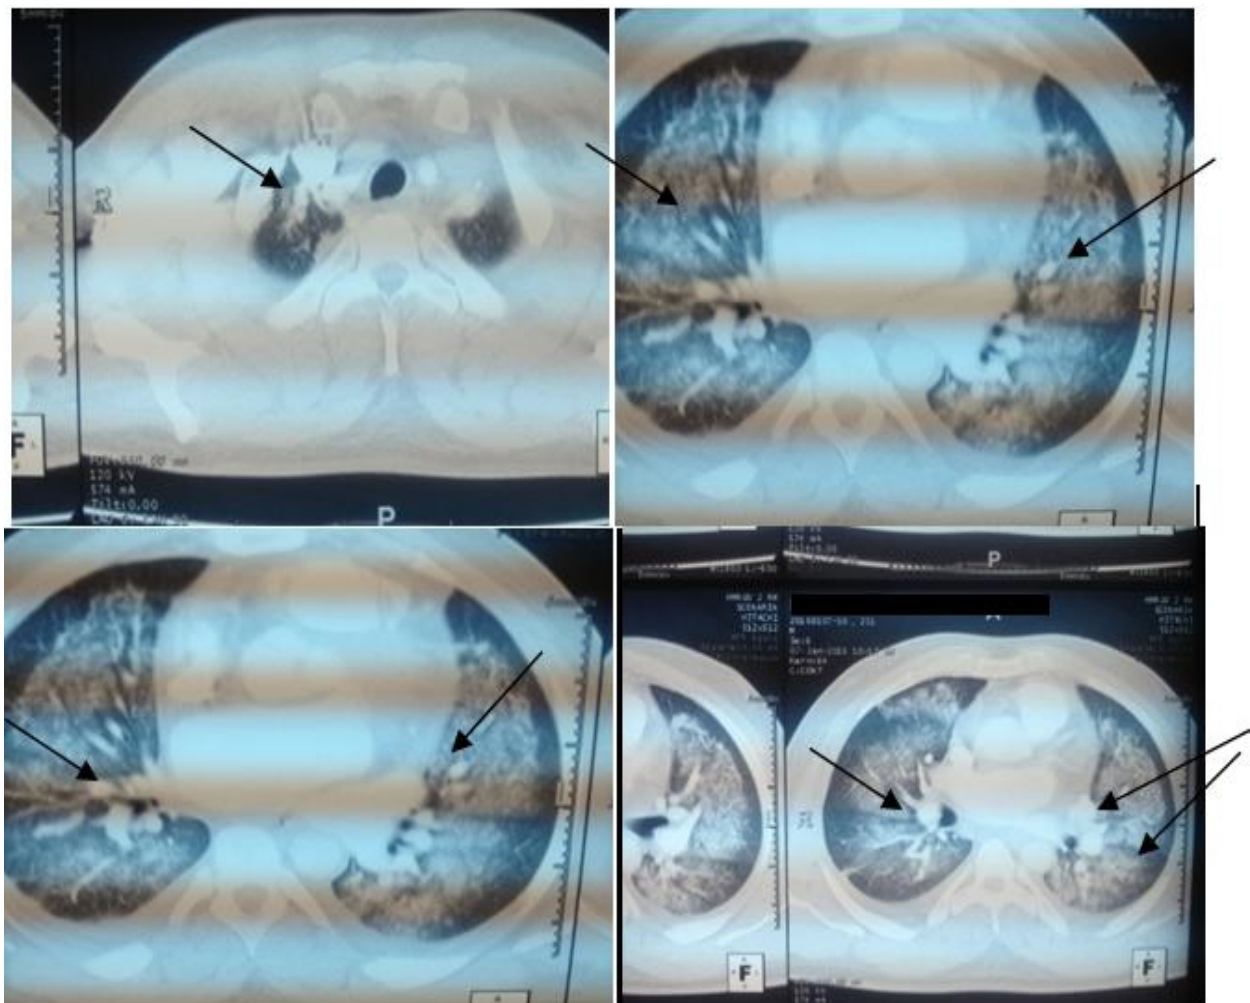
TDM thoracique à la prise en charge : condensations alvéolaires bilatérales associées à du verre dépoli diffus ; contexte très évocateur d'hémorragie intra alvéolaire.
